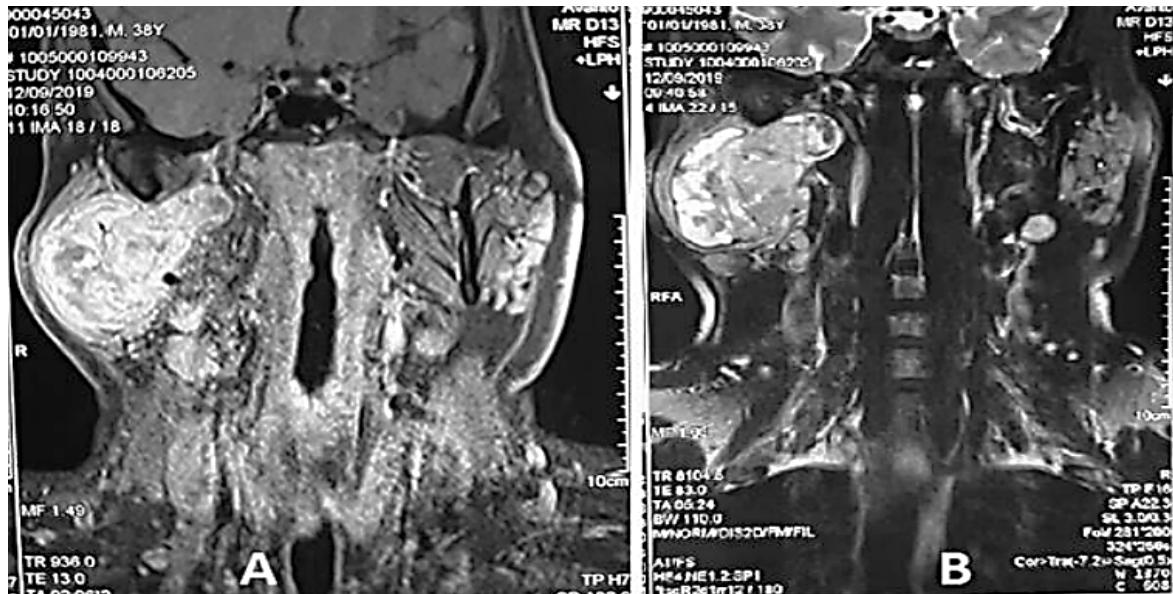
Aspect IRM d'un adénome pléomorphe de la parotide droite, correspondant à une tumeur à contours réguliers, prenant les 2 lobes, avec un prolongement au niveau de l'espace para-pharyngé. Aspect hétérogène de signal intermédiaire renfermant des zones en hypersignal en séquence T2 (B), avec rehaussement hétérogène après injection de gadolinium en séquence T1 (A). (24)
